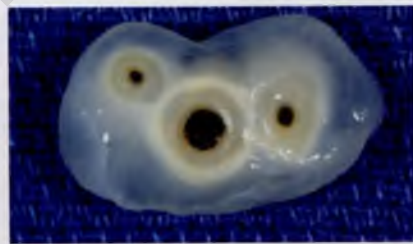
Некротизирующий фунисит [111]: на поперечном срезе пуповины видны белые кольца диффузии, окружающие каждый из трёх сосудов и образованные некротизированными воспалительными клетками и кальцикатами
